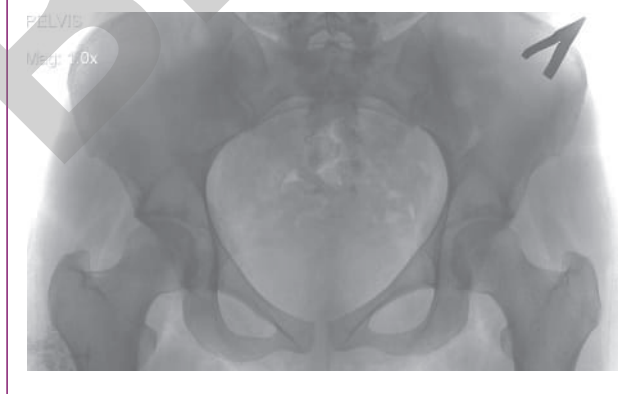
Рентгенограмма лонного сочленения пациентки Д. после родов
